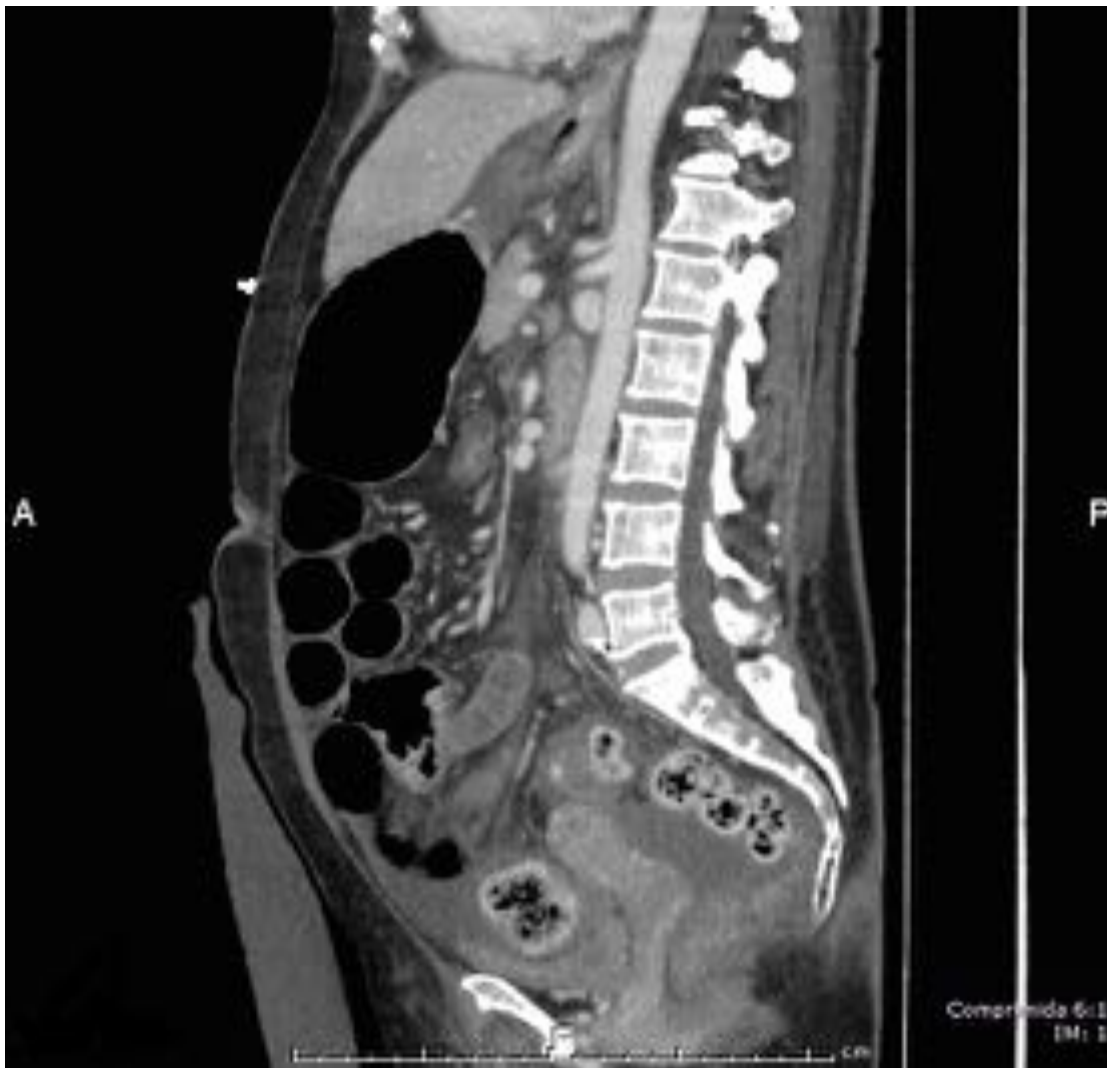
Signo del gancho. Corte sagital de TC en fase arterial muestra compresión extrínseca del origen del tronco celiaco de manera secundaria a ligamento arcuato hipertrófico.
